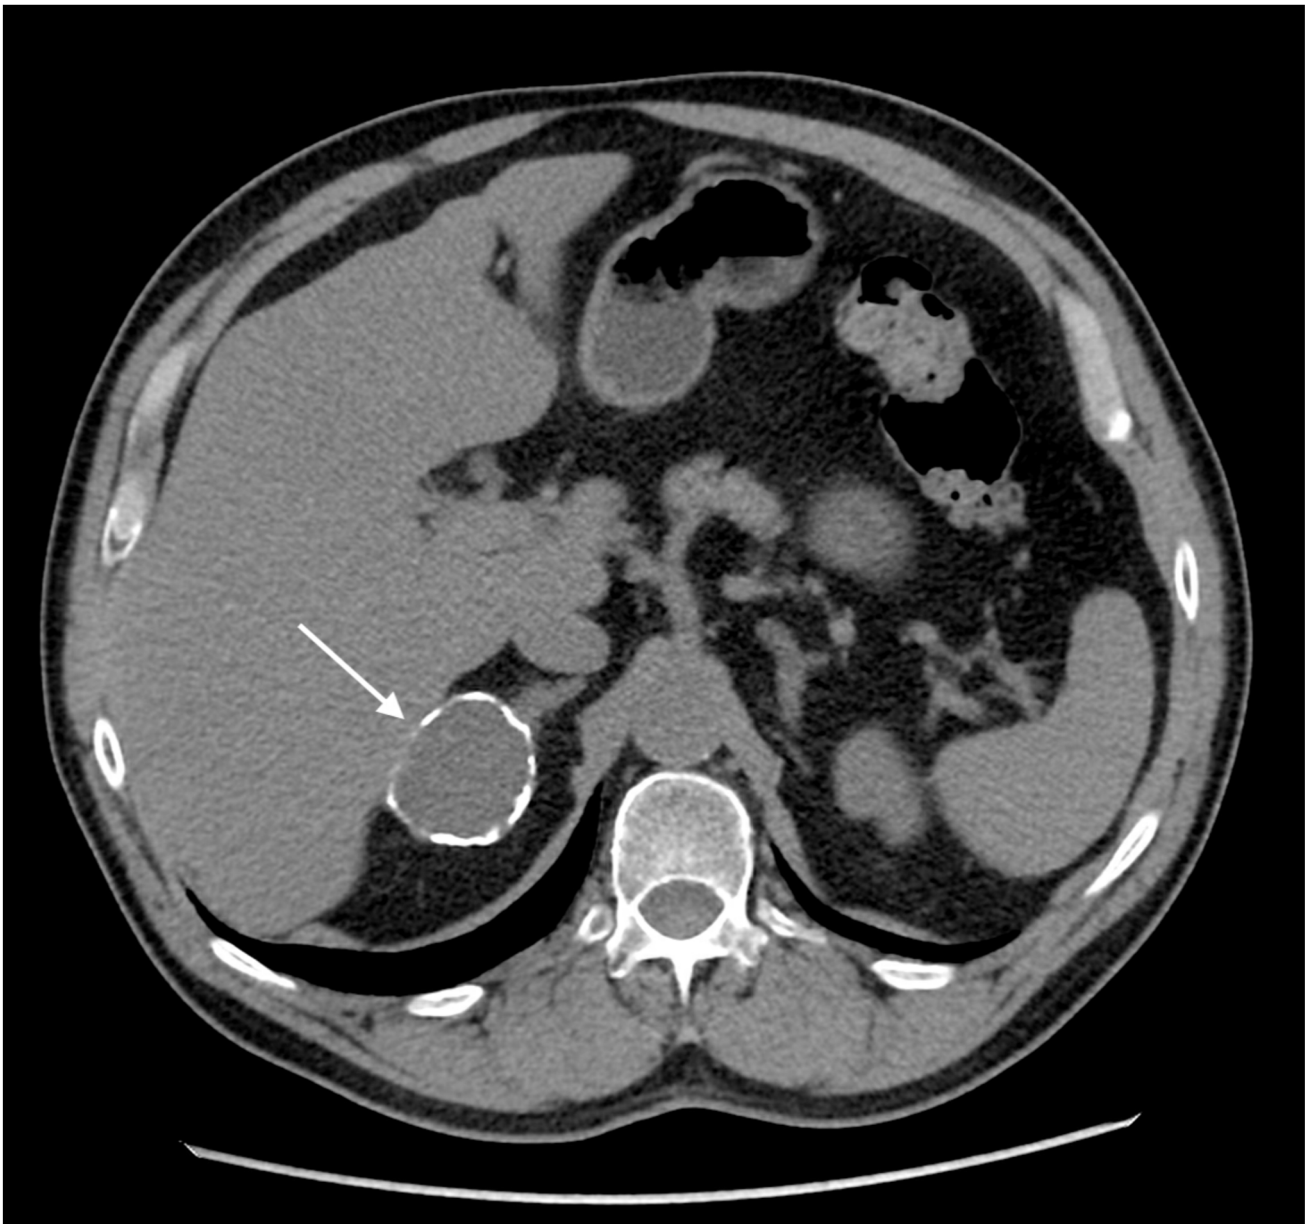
Scansione diretta assiale TC. Formazione ovoidale ipodensa di 45×37 mm del surrene destro (*freccia*), di densità media di circa 19 HU con pareti calcifiche. Le calcificazioni parietali sono il reperto di
